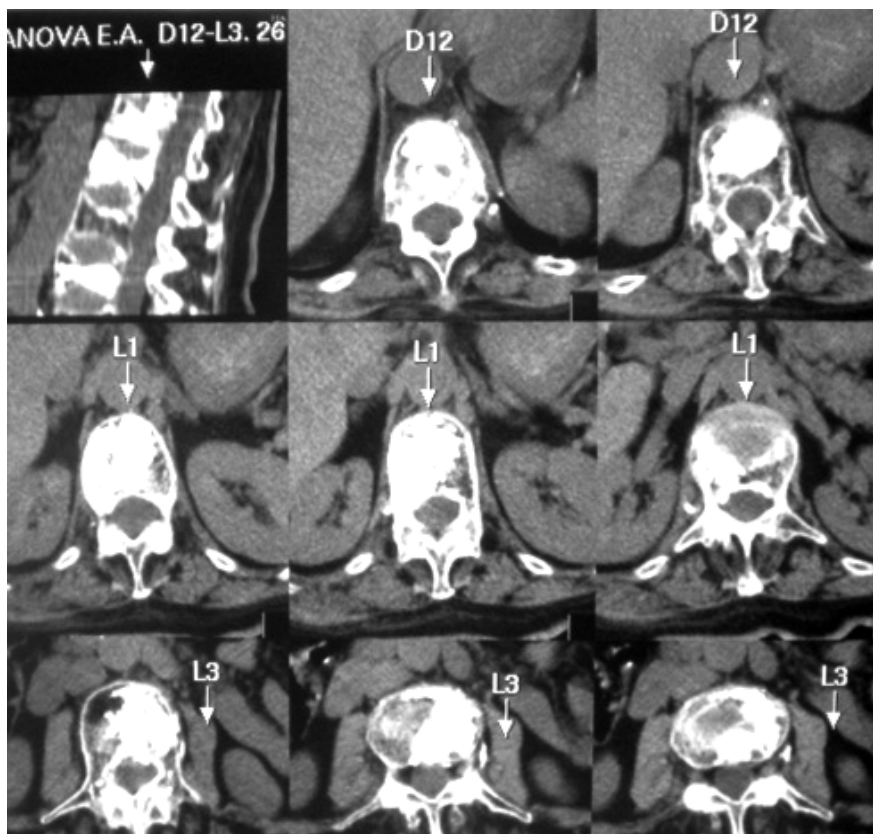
СКТ поперекового відділу хребта після пункційної вертебропластики Th12, L1, L3 хребців
